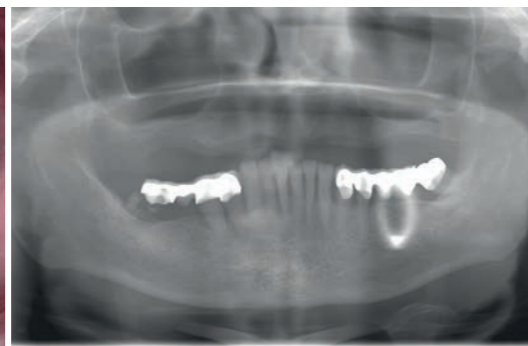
Die röntgenologische Darstellung der Ausgangssituation.
